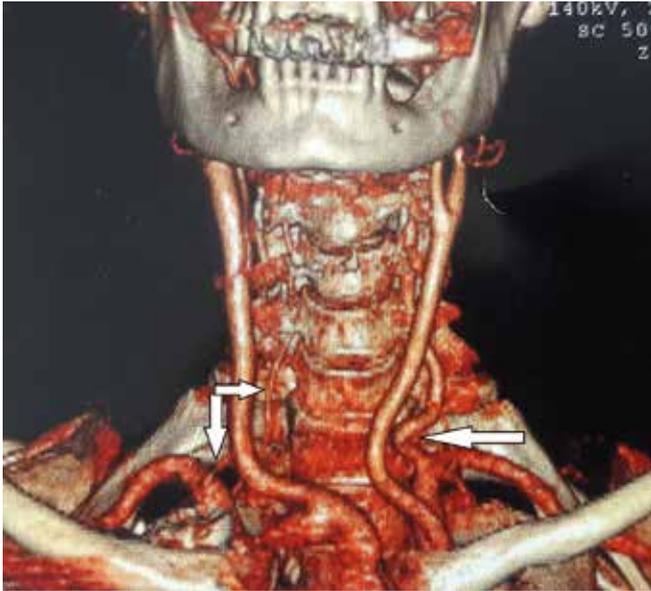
СКТ брахиоцефальных артерий. Стрелкой указан кинкинг V1 сегмента левой позвоночной артерии; правая позвоночная артерия гипоплазирована (две стрелки)
